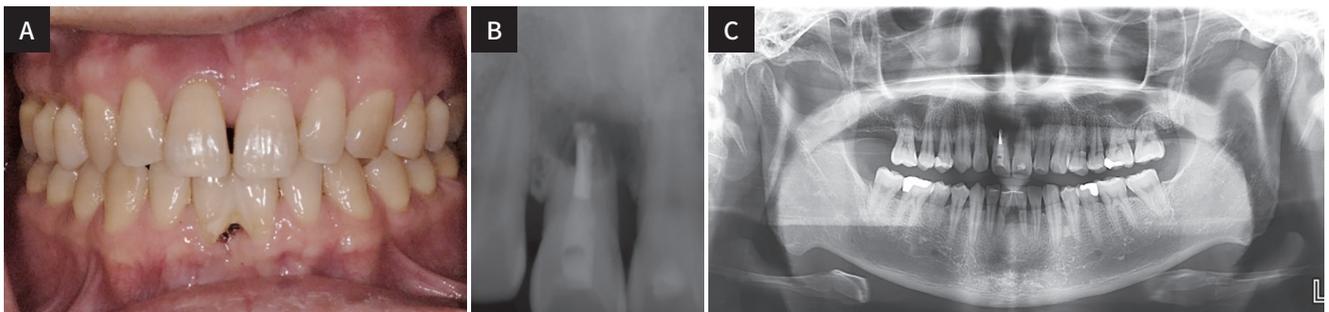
Pre-operative. (A) Initial intraoral photographs, frontal view, (B) Periapical radiograph, (C) Panoramic radiograph.
